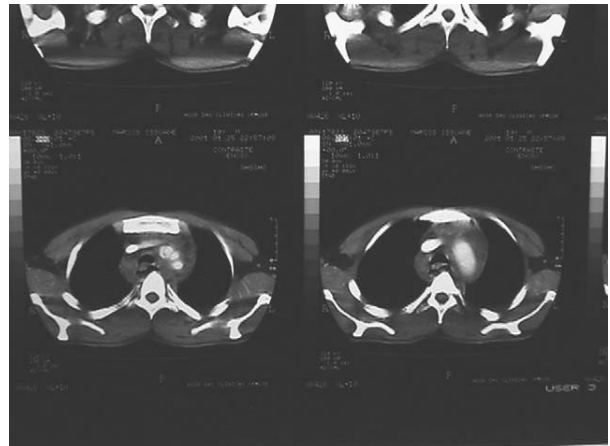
Tomografia computadorizada de tórax. Alargamento de tronco braquiocefálico.
